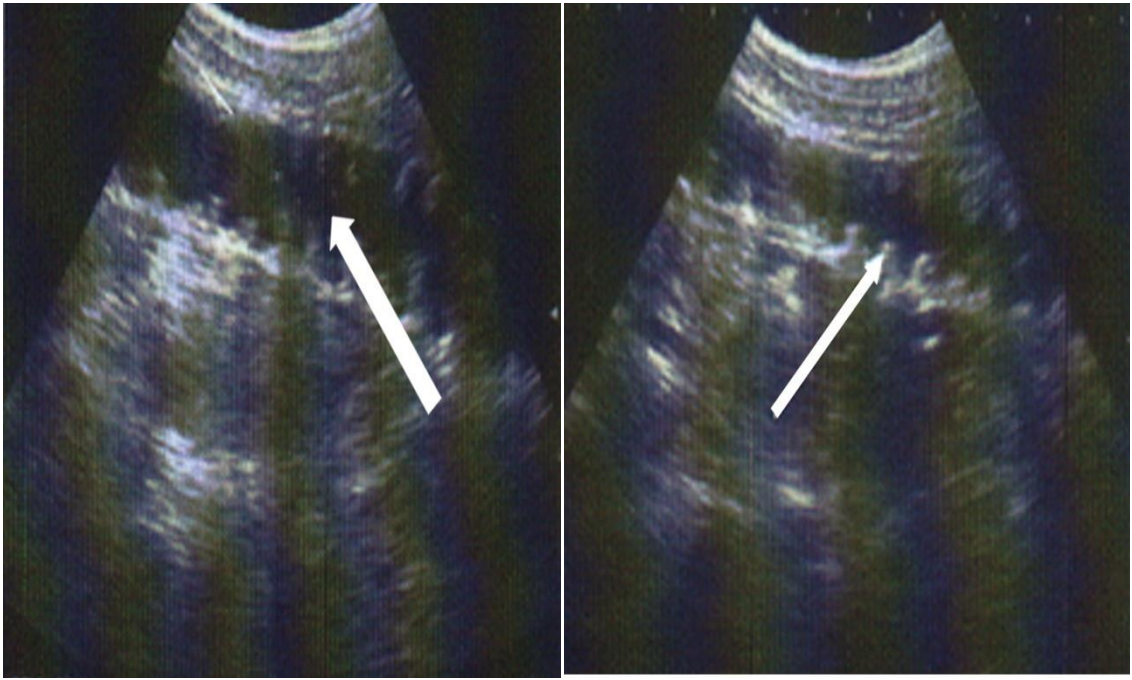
УЗИ. Толстокишечный стаз (указано стрелкой)
